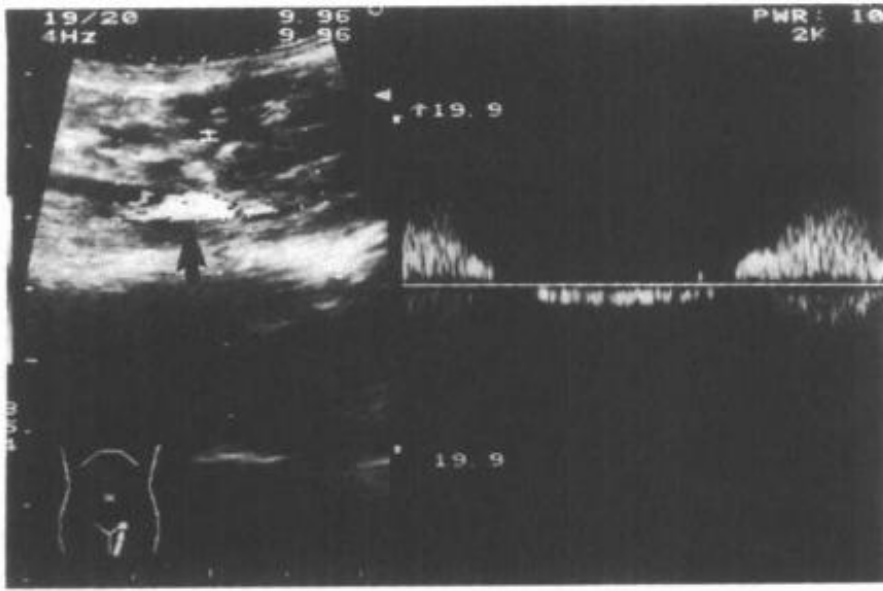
3—3 超声显示左侧精索静脉曲张 (↑) 及血流频谱
